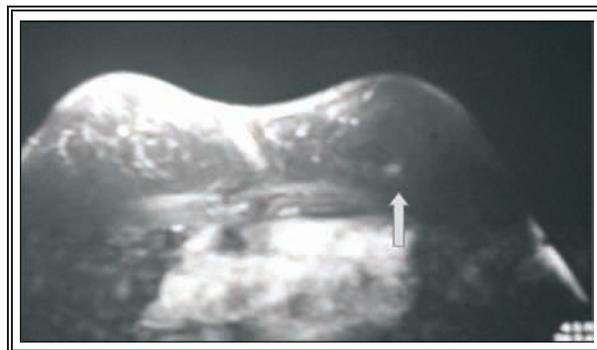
RMN de mama (febrero de 2002): tumor de 6 mm en hora 12 de mama izquierda.
